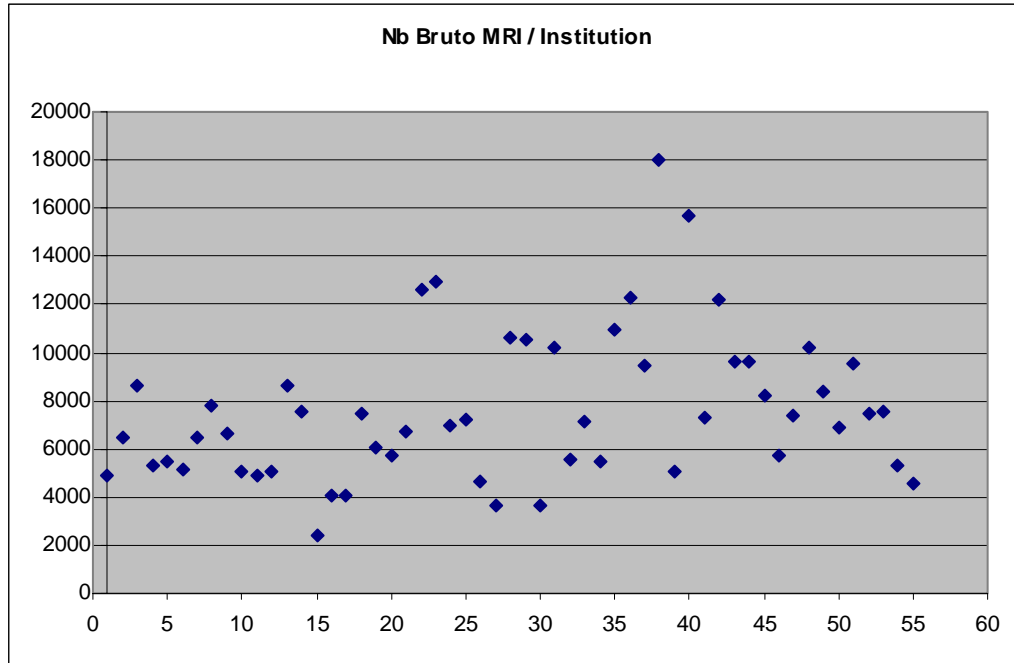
Chiffres d'activité IRM bruts par institution hospitalière.
